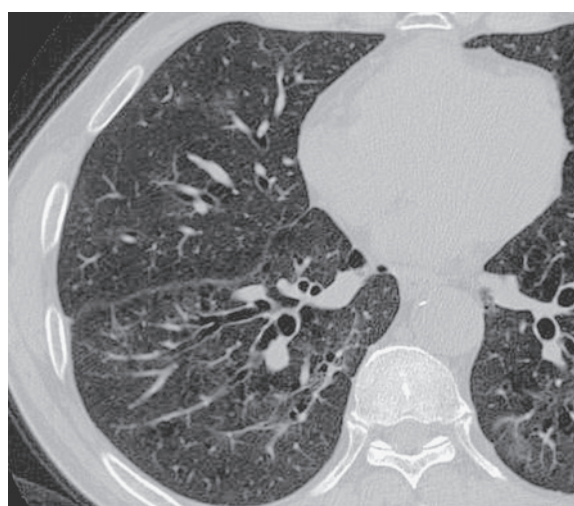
Chest CT scan about 1 year after admission shows marked improvement.
